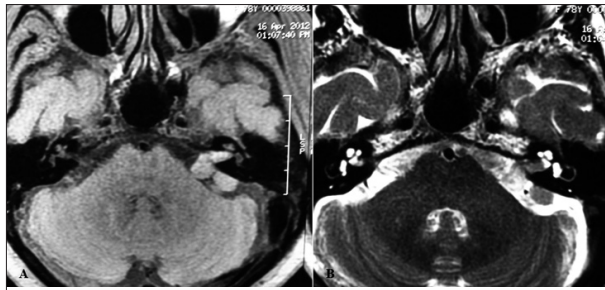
(A) Axial T1-weighted MRI showed two isointense lesions on left region of cerebellopontine angle, being the lateral of broad-based and medial with aspect of "ice cream cone" or "hairdryer". (B) T2-weighted axial MRI showing two lesions on left region of the cerebellopontine angle, being the lateral isointense and the medial hyperintense.
